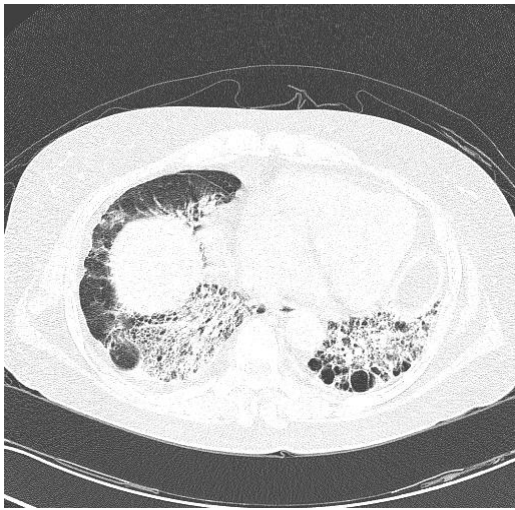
Chest high resolution CT scan shows ground glass opacification of both lower lung field.
